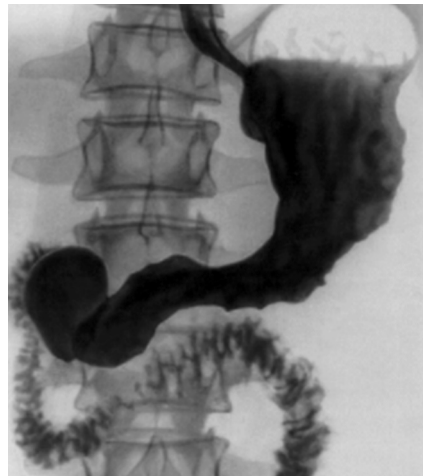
Рентгенограмма каскадного желудка
